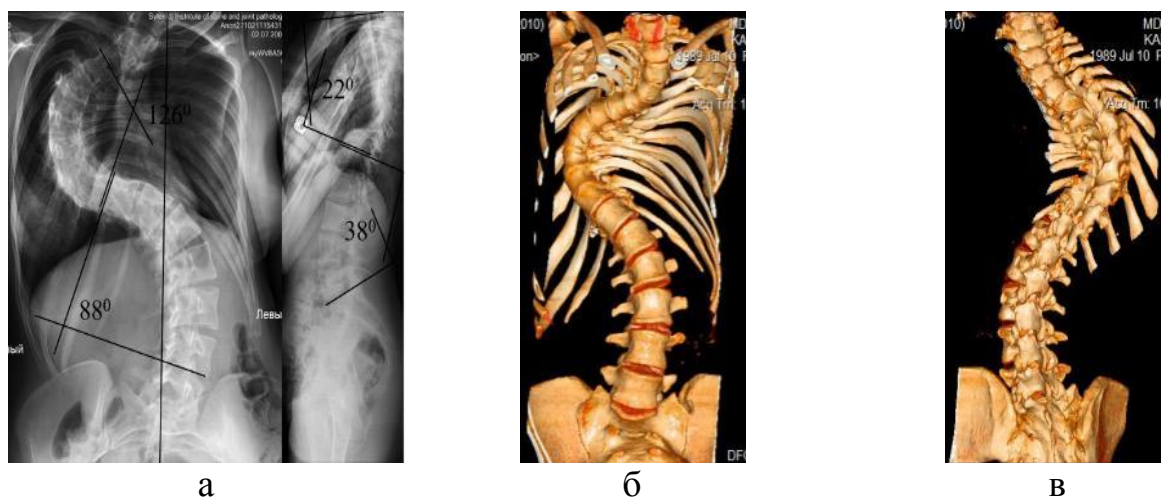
Фотовідбитки рентгенограми (а) і КТ (б, в) хворої К., 29 років, історія хвороби № 97039, діагноз: Грудний ідіопатичний сколіоз IV ступеня
